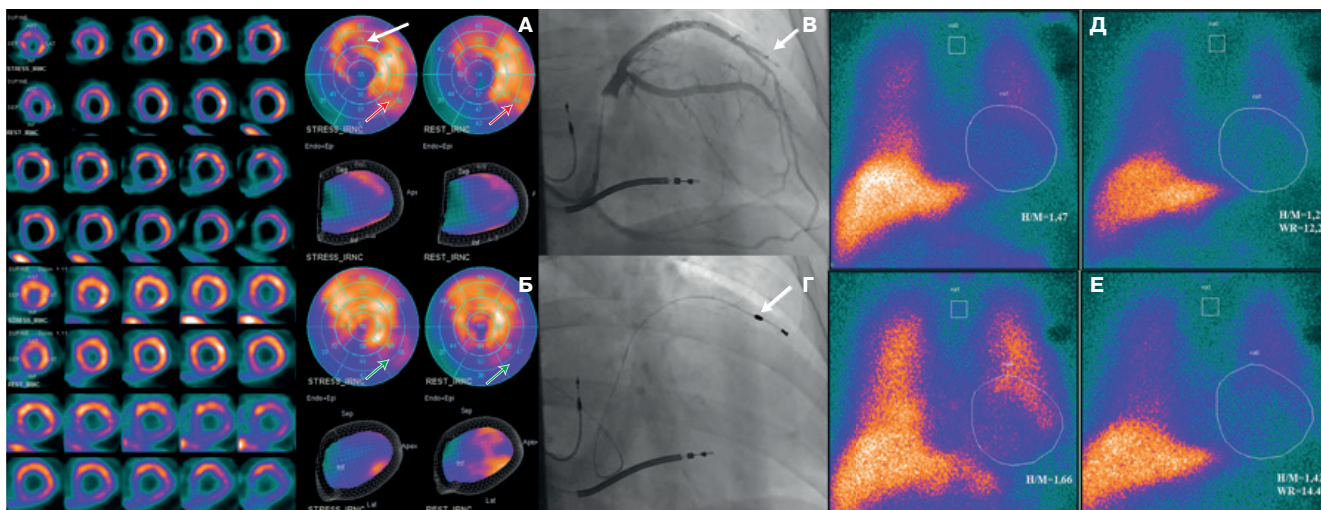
Оценка миокардиальной перфузии и симпатической активности сердца до и после проведения СРТ.
